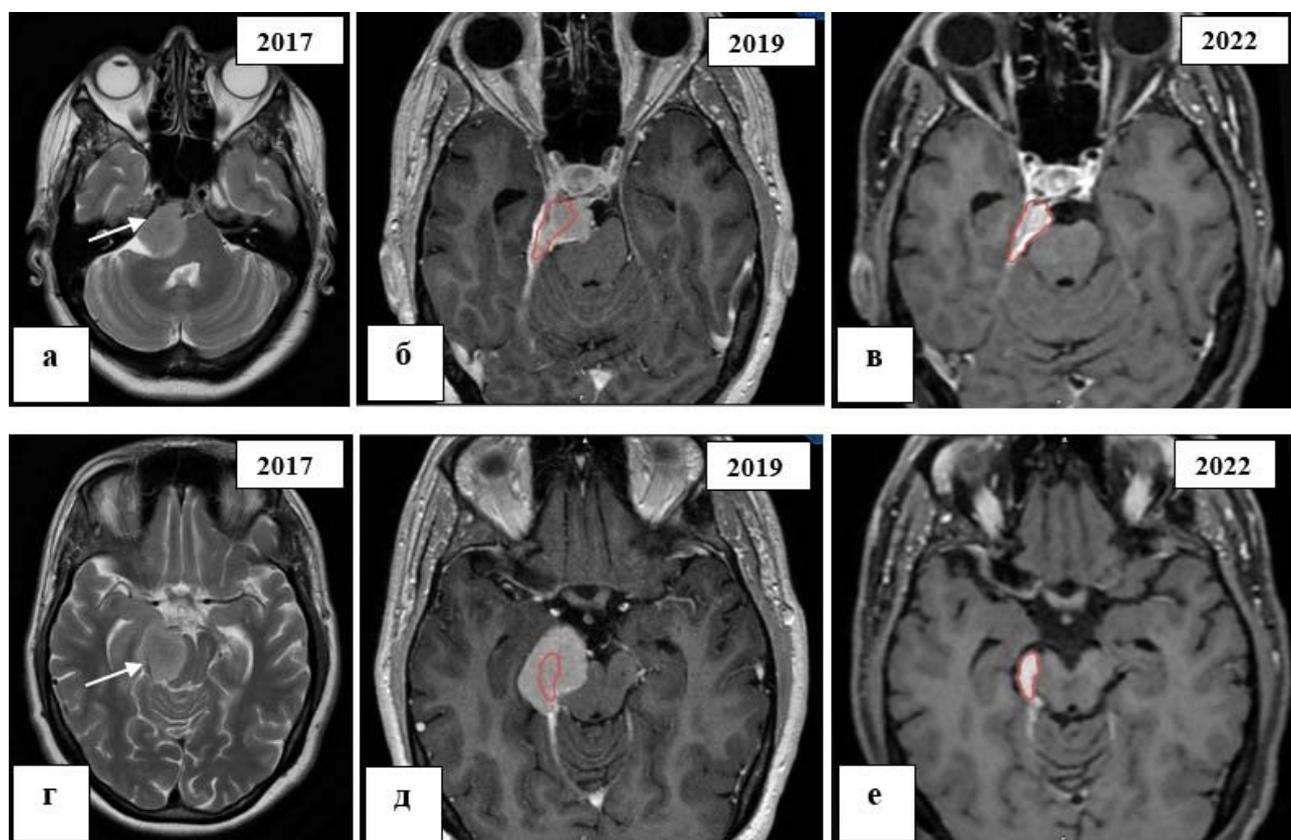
Пример лечения пациентки с распространенной ПКМ больших размеров. А, Г - предоперационные МРТ пациентки, определяется распространение опухоли на противоположную сторону, супратенториальное распространение опухоли, распространение на противоположную сторону. Б, Д – МРТ перед планированием лучевого лечения, после удаления опухоли из задней черепной ямки, визуализируется остаток опухоли преимущественно супратенториальной локализации. В, Е – МРТ после проведения лучевого лечения в режиме гипофракционирования (5 фракций по 5,5 Гр) через 36 месяцев. Определяется ответ опухоли на лучевое лечение в виде уменьшения ее объема (контуры опухоли отмечены бурым цветом)
